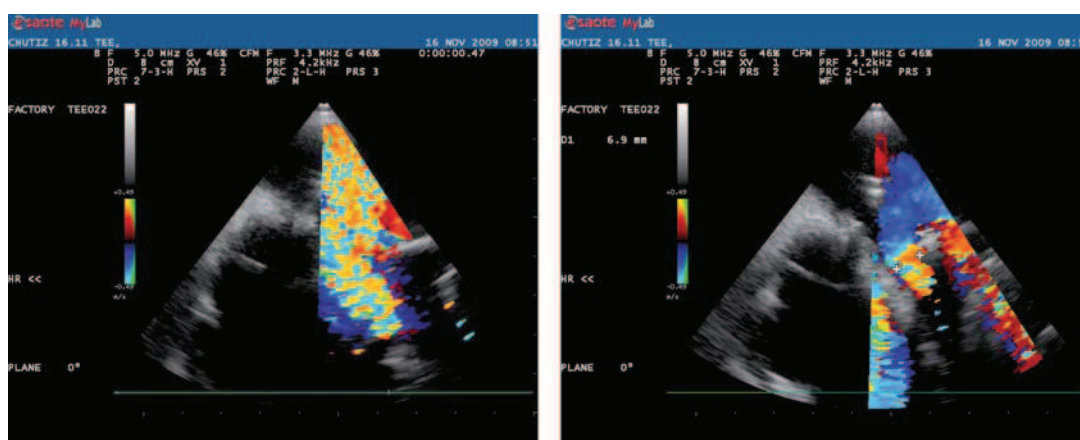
ЧП-эхокардиограммы пациента X.: фистула протеза митрального клапана
